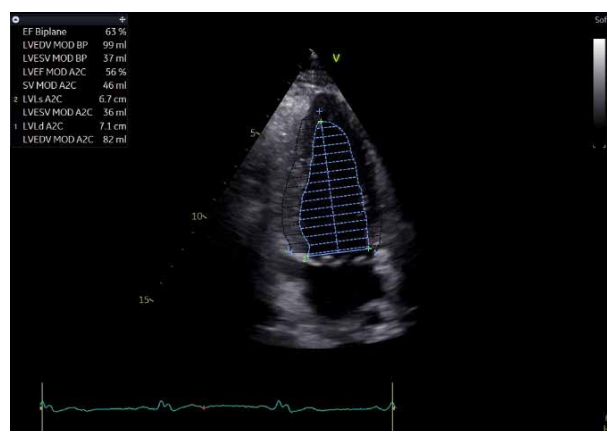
TTE: secțiune Apical 2 camere, FEVS calculată Simpson biplan.
